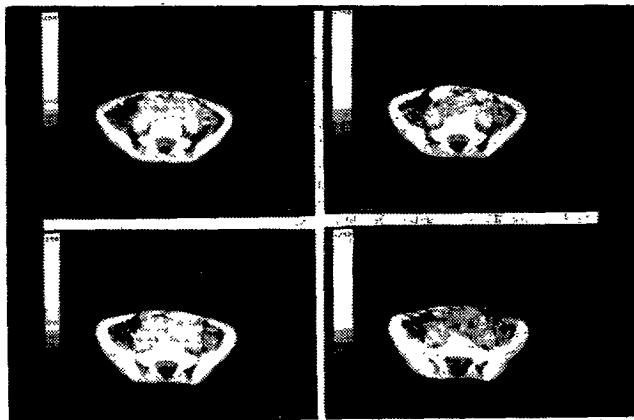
T. Y. 9 歳 6 歳 Lipomyelomeningocele spinal CT で L₄ - S₁ まで脊椎管内に低吸収がみられ, 椎弓欠損も見られる。
